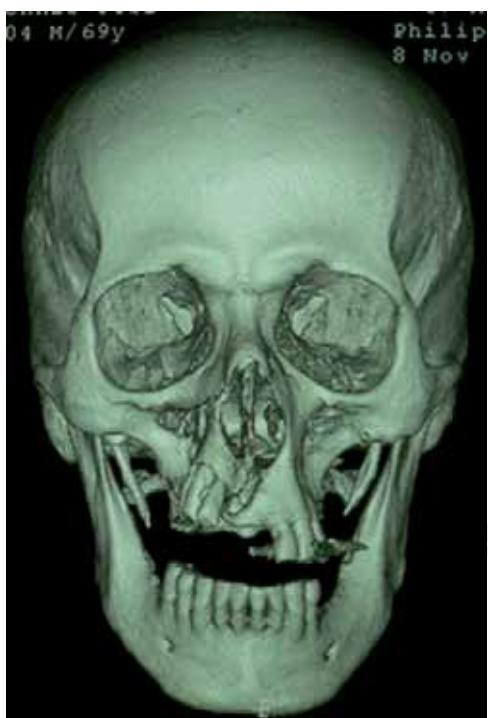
Tomografía computarizada reconstrucción tercera dimensión, que demuestra áreas líticas con bordes escleróticos con reacción periótica y secuestro óseo maxilar derecho.
